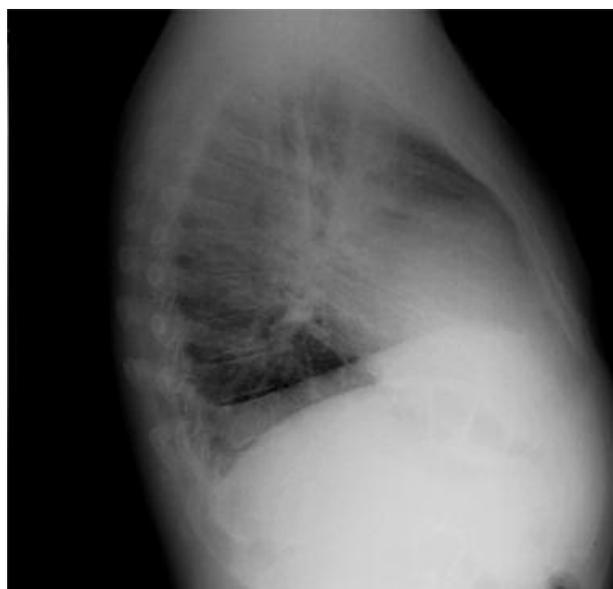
Quadro radiografico del torace.
